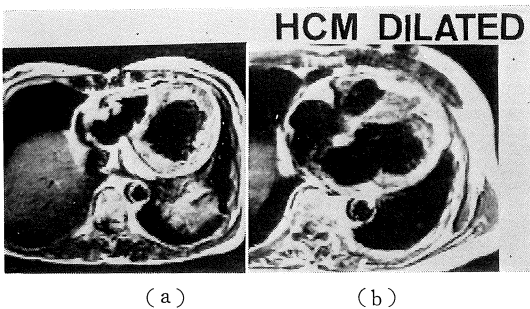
Representative cases of hypertrophic cardiomyopathy (dilated form) by MRI. In both cases, left ventricle was dilated.
